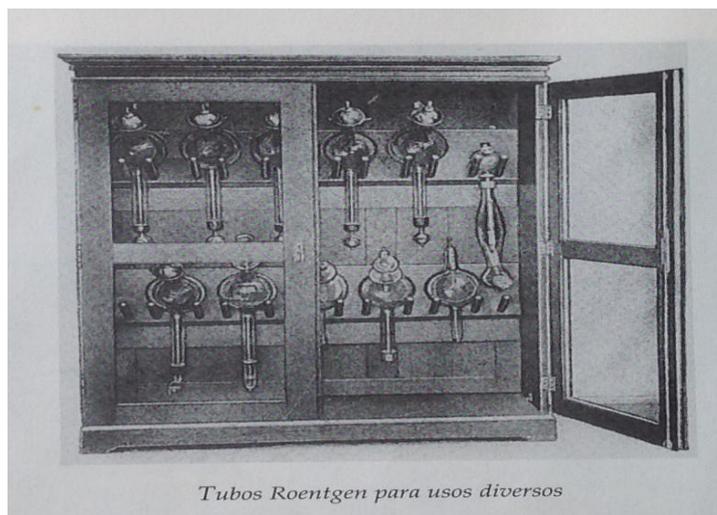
Foto reserva de tubos de Roentgen
